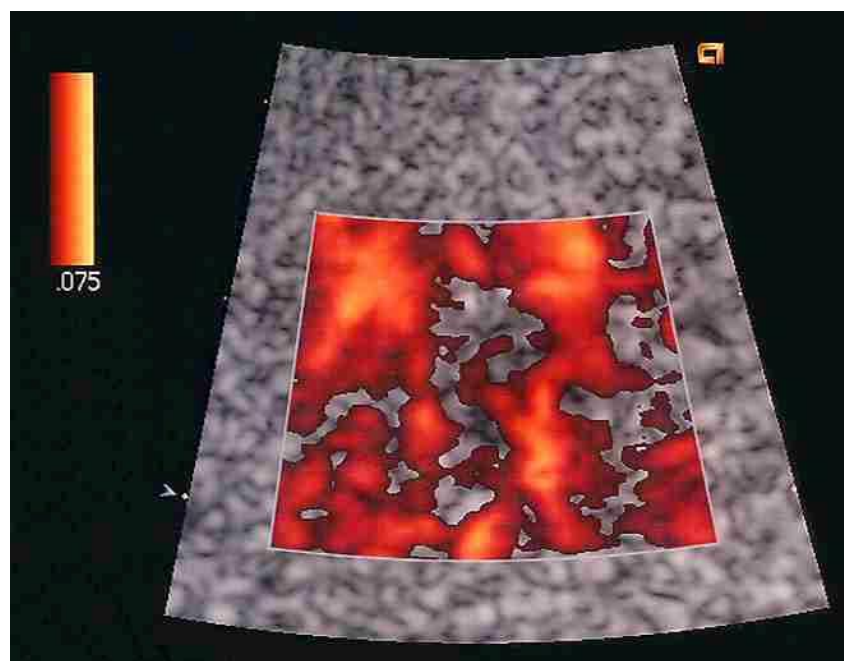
Power-Doppler: Flußsignal isogen im Vergleich zum umliegenden Parenchym
